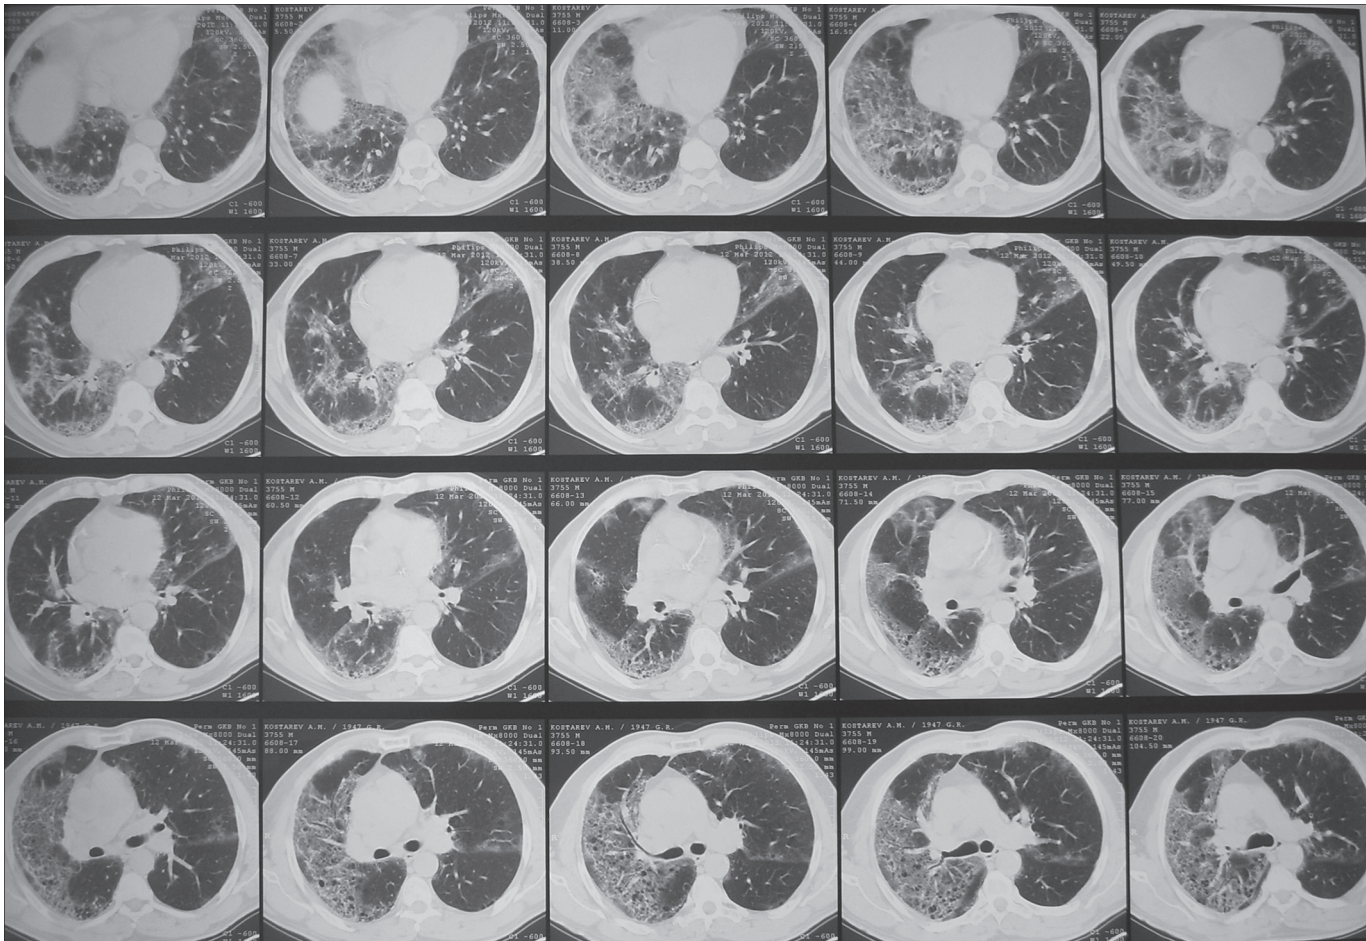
КТ-грамма того же больного от 12.03.12.
